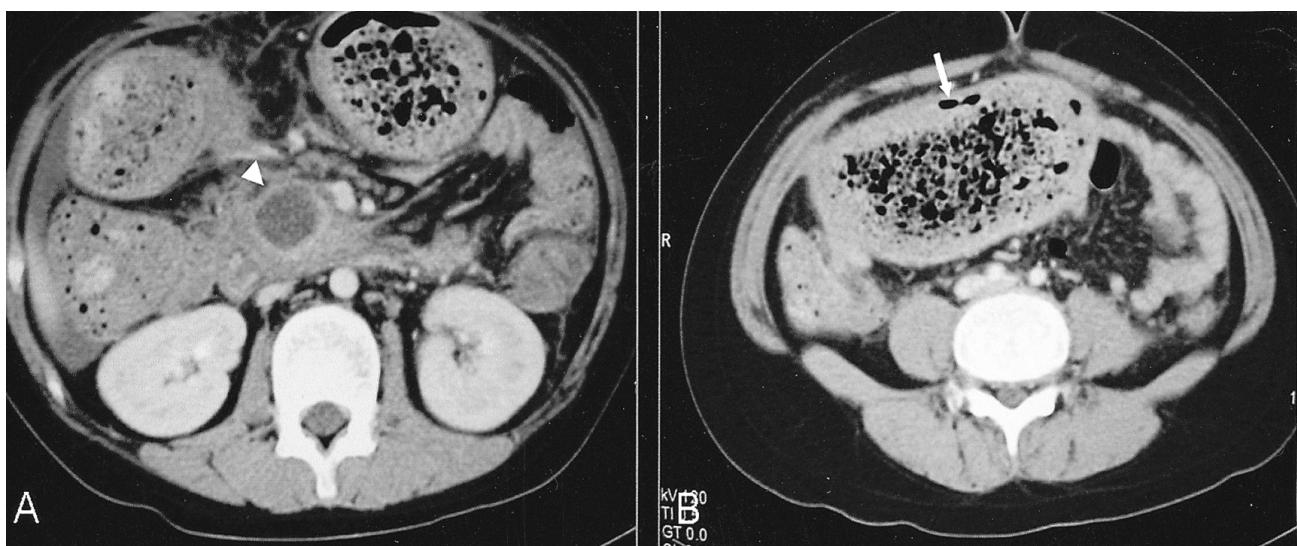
CT of the abdomen. A, Pseudocyst involves head of the pancreas (arrow head). B, Transverse colon is markedly distended with intramural gas, and the intestinal wall is thickened (arrow).
